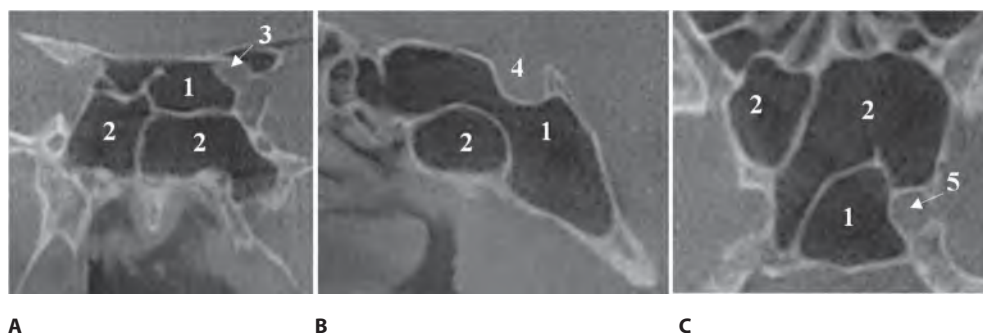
Пациент М., 33 года. КЛКТ, корональный (А), сагиттальный (В) и аксиальный (С) сканы. Протрузия зрительного нерва и внутренней сонной артерии слева в клетку Оноди. Клетка Оноди, распространяющаяся кзади от турецкого седла: 1 – клетка Оноди; 2 – пазуха клиновидной кости; 3 – канал зрительного нерва; 4 – турецкое седло; 5 – внутренняя сонная артерия
